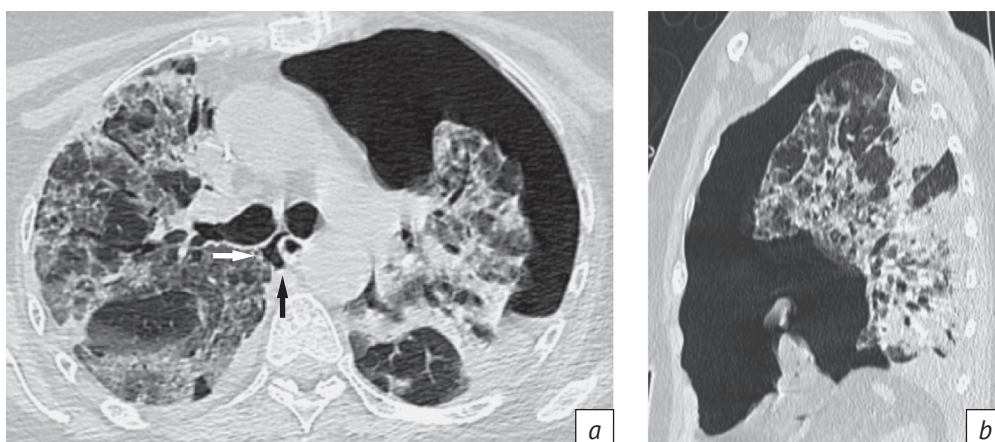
(a, b). КТ органов грудной клетки у пациента с течением вирусной пневмонии (КТ2). В левой плевральной полости визуализируется большое количество свободного воздуха, левое легкое коллабировано, также в левой плевральной полости определяется небольшое количество жидкости. Стрелками отмечены прослойки воздуха в средостении как проявление пневмомедиастинума
